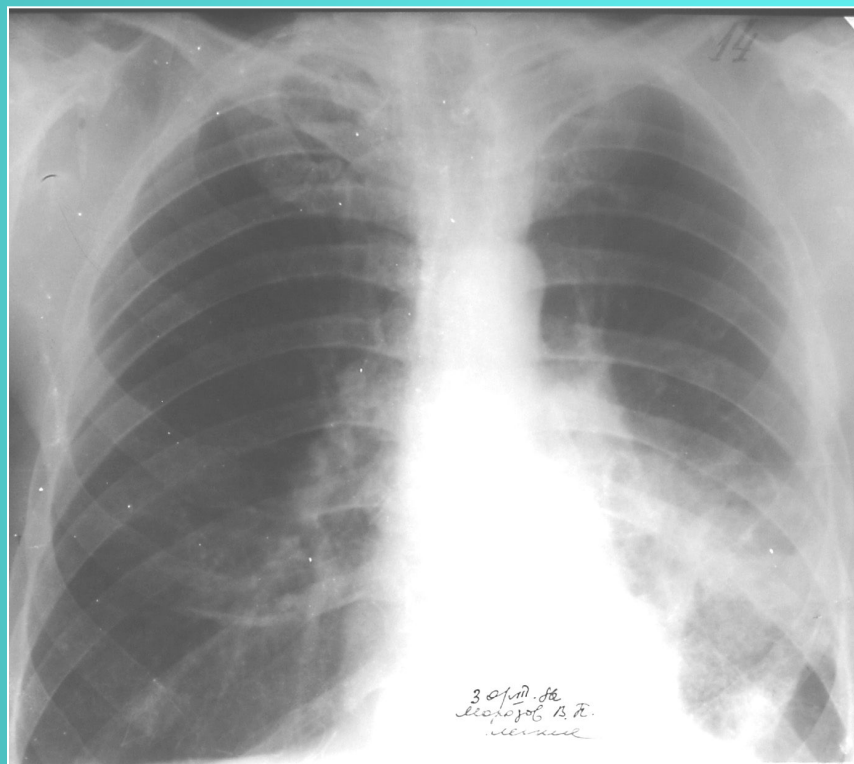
Рентгенограмма органов грудной полости в прямой проекции. Прозрачность левого легочного поля негетомогенно неинтенсивно снижена от четвертого ребра вплоть до левого купола диафрагмы. Легочный рисунок: обеднен в верхних отделах левого легочного поля и усилен, деформирован - в нижних. Корни легких расширены, не структурны. Контуры тени средостения нечеткие не ровные.
